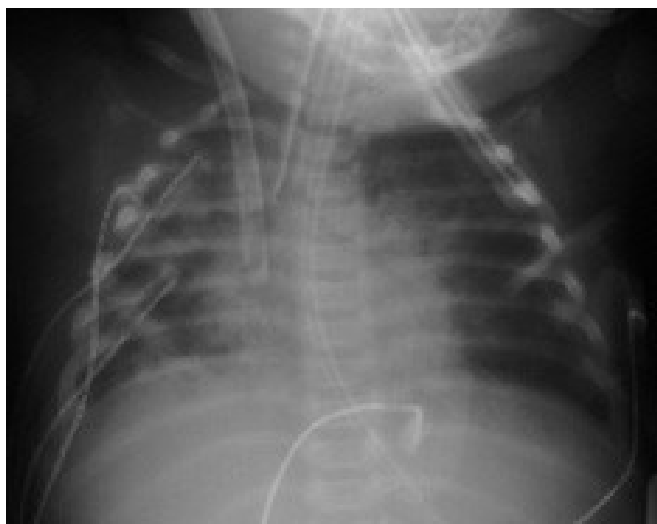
На прямой рентгенограмме грудной клетки в горизонтальном положении конец венозной конюли в проекции правого предсердия, эндотрахеальная трубка - между ключиц и заканчивается в точке карина, назогастральный зонд идёт в желудок.
